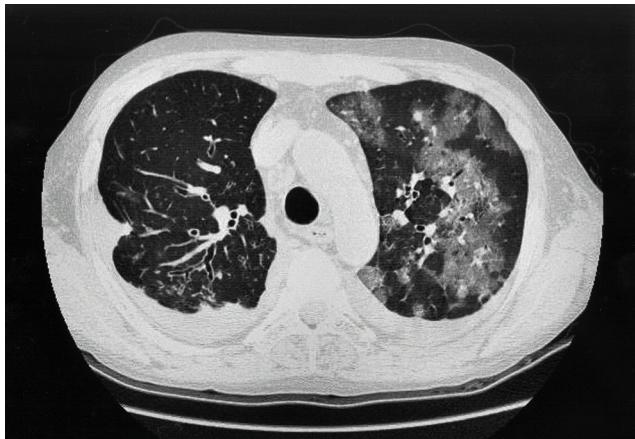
(B) High resolution computed tomography : bilateral asymmetrical infiltration of reticulo-nodular densities with ground glass opacity.
